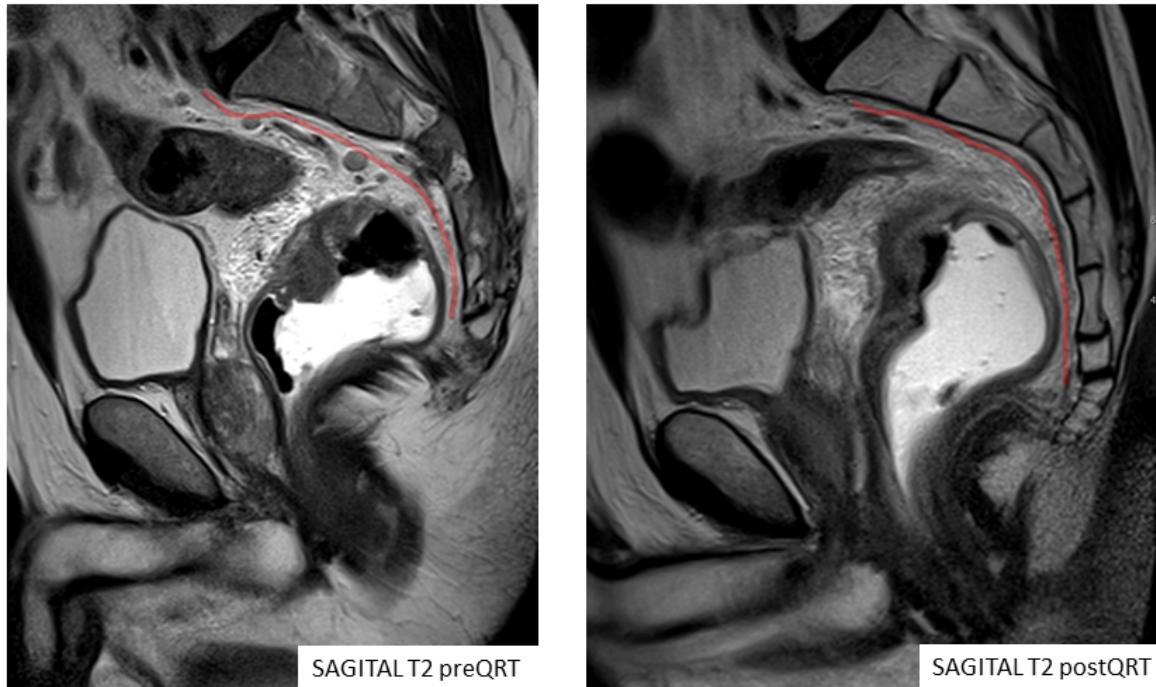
Caso 2. RM en incidencia sagital. Valoración postQRT con reducción de volumen de la masa tumoral y desaparición de las adenopatías patológicas que amenazaban la fascia mesorrectal. MRC -por RM. Confirmación histológica MRC -.
